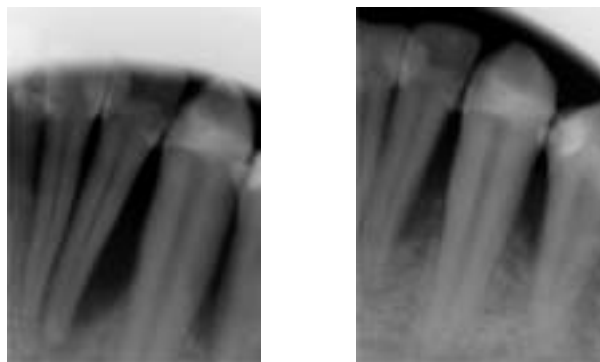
Фото рентгенограм зубів 3.2 і 3.3 до клаптевої операції
